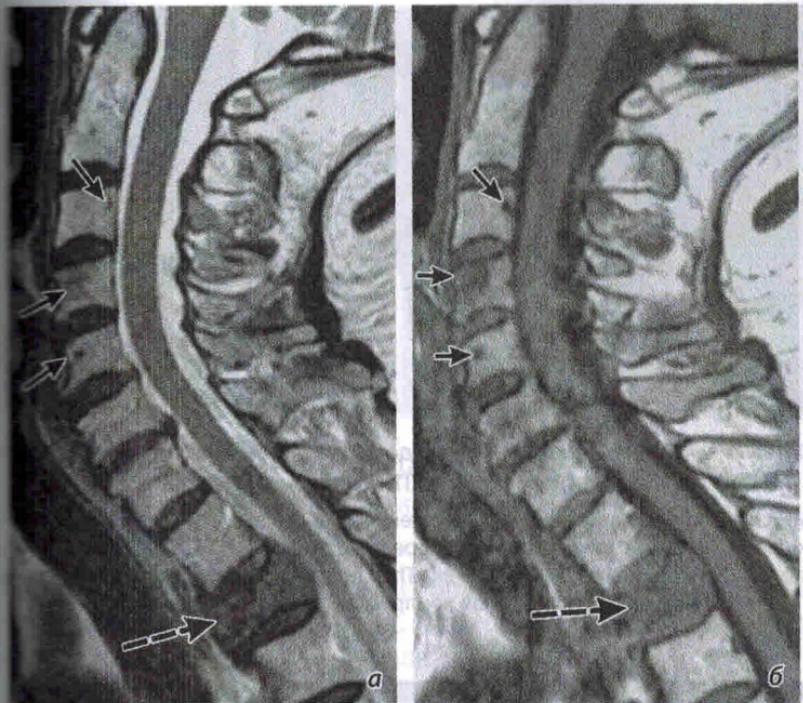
МРТ-изображение метастазов рака молочной железы в шейные позвонки:
